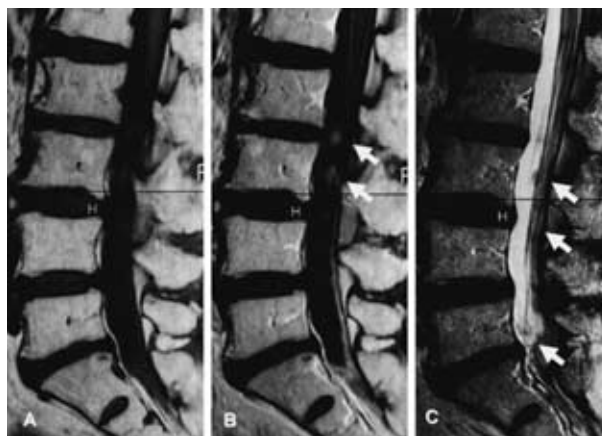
Case 2: Lumbar sagittal MRI scan demonstrates tumor nodules ( arrow ) in the cauda equina as isointense signals on T1 ( A ) and T2 ( C )-weighted MRI, enhanced with Gd-DTPA( B ) The noncontrast-enhanced T1-weighted image appears normal ( A )
